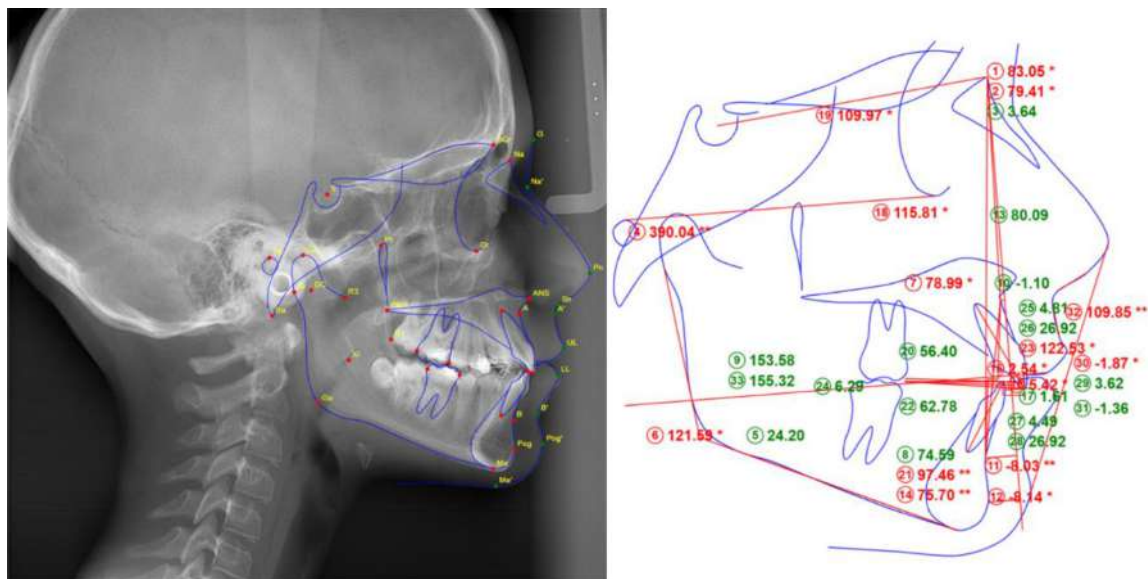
Телерентгенографія після дисталізації
